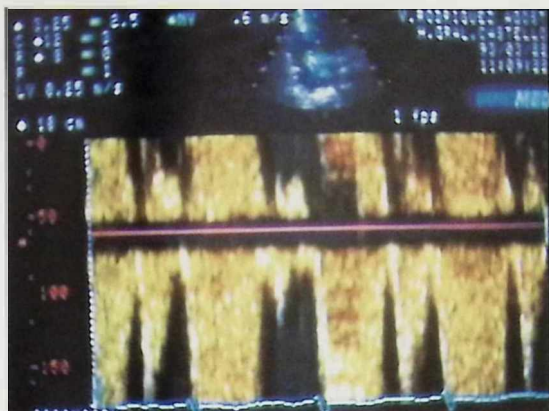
Doppler pulsado con la muestra colocada en ventrículo derecho próxima al lugar en que vemos la zona de rotura de la figura anterior. Se observa la presencia de flujo turbulento a ese nivel.
